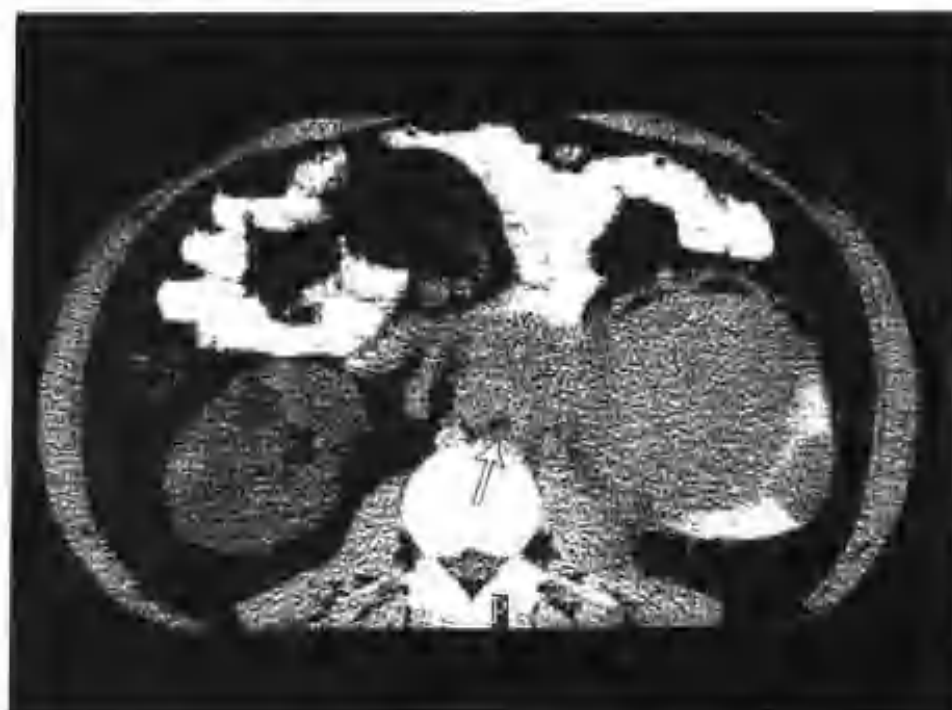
双肾淋巴瘤（CT 示主动脉旁及肾门淋巴结增大，累及左侧腰大肌，箭头示腹膜后肿大的淋巴结）
